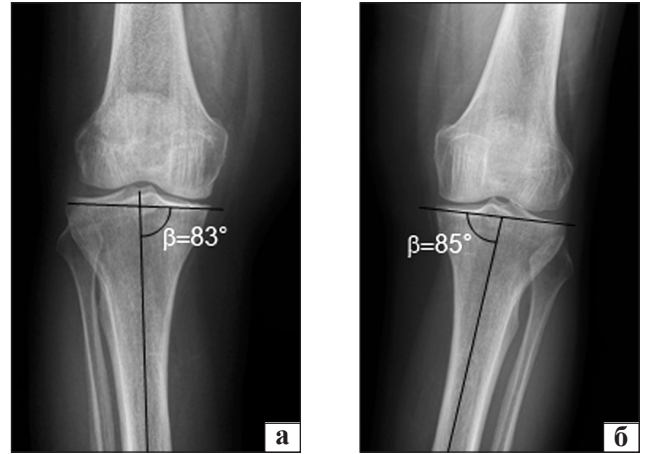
Рентгенограммы больной Л.: фасные проекции правого (состояние после парциальной резекции мениска) (а) и левого (б) коленных суставов. β — базисно-большеберцовый угол
